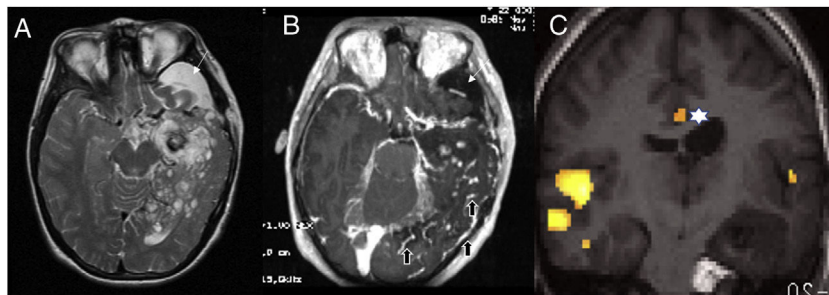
Síndrome de lipomatosis encefalocraneocutánea (facomatosis), paciente diestro. A) T2 axial y B) T1 axial con contraste que muestran una gran malformación del desarrollo cortical que afecta a la región temporooccipital izquierda y que muestra una marcada heterogeneidad de señal del parénquima con lesiones quísticas y nódulos captantes, un quiste de fosa media craneal (flecha larga) y una angiomatosis leptomenígea (flechas gruesas). C) RM funcional con un paradigma de comprensión auditiva, donde el paciente tiene que oír una historia narrativa con intervalos en los que oye palabras leídas al revés para anular la activación auditiva primaria. Con este paradigma se espera activar la región temporal posterior y que corresponde al área de Wernicke. En este paciente, la activación se localiza principalmente en la región temporal derecha, con muy escasa activación temporal izquierda y activación del córtex cingular que se relaciona con la atención (estrella*) indicando probablemente que el lenguaje se ha transferido. Nótese que en la secuencia T1 existe un lipoma en el conducto auditivo interno que es característico de esta enfermedad.
